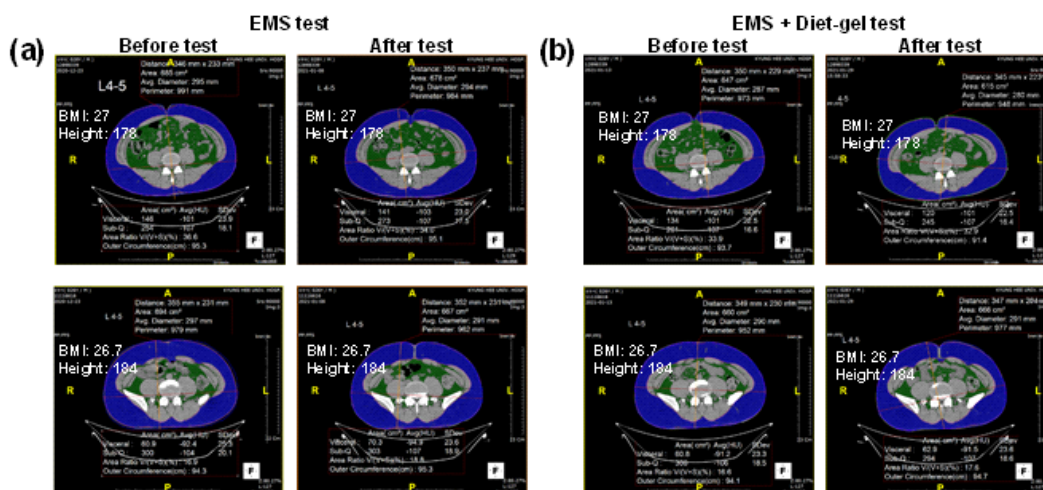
CT images of (a) EMS test and (b) EMS+diet-gel test.
